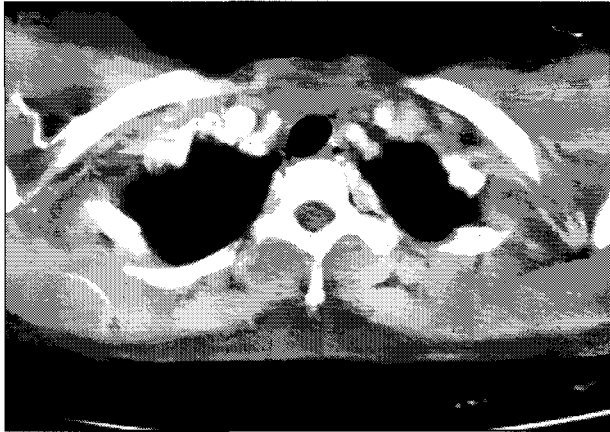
A CT scan showing a 4.0cm sized, ill defined mass in pretracheal area of the lower neck.
